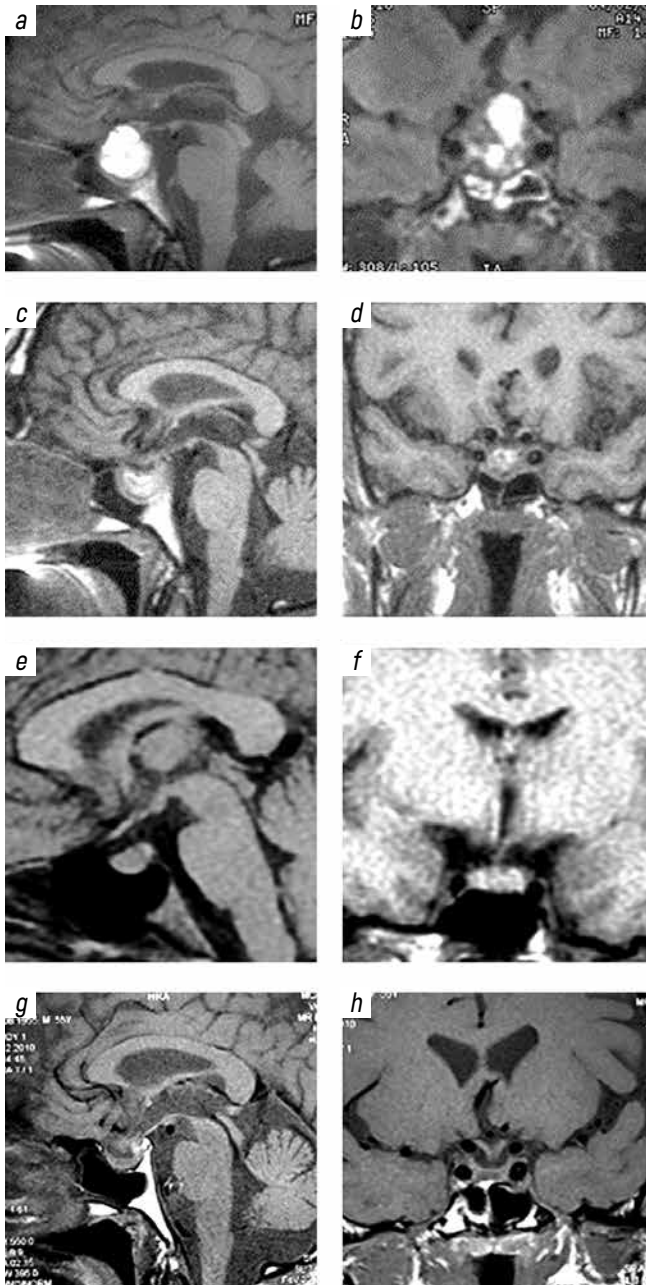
Example of tumor resorption after hemorrhage: *a, b* - MRI 7 days after hemorrhage; *c, d* - MRI 1 month after the start of conservative treatment; *e, f* - MRI 4 months after the start of conservative treatment; *g, h* - MRI 12 months after the start of conservative treatment
